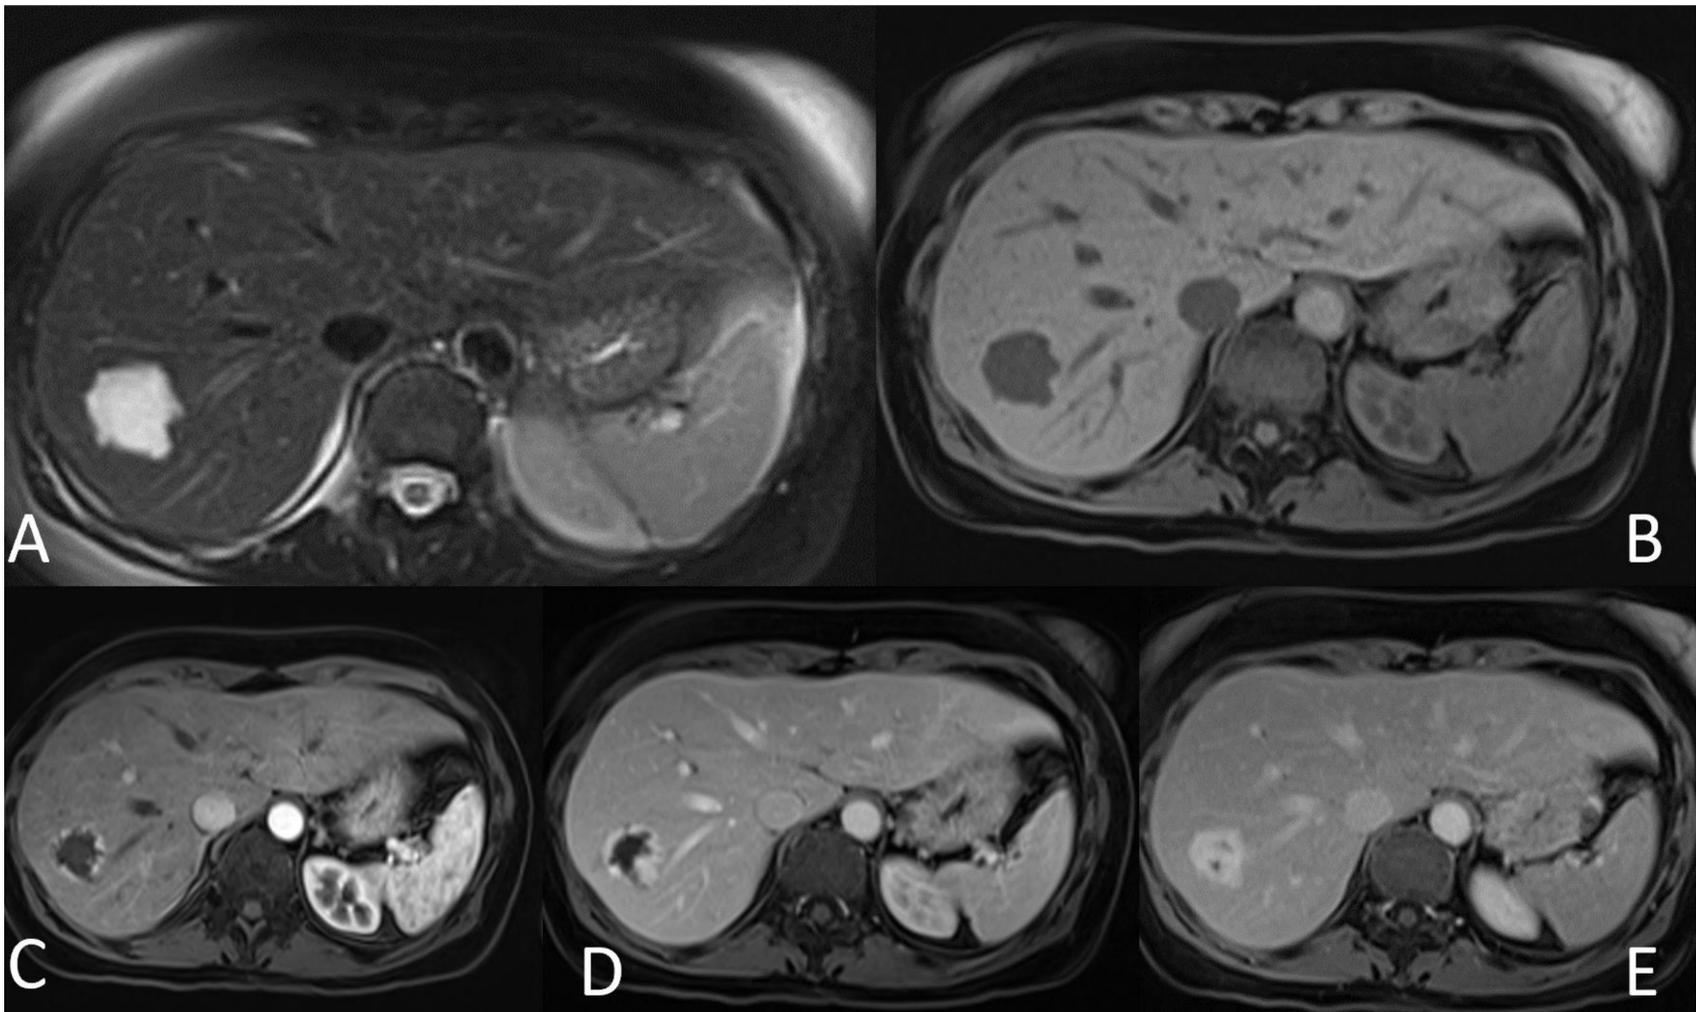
RM hepática con administración de contraste hepatoespecífico. Se aprecia lesión focal en SVII hepático, que es marcadamente hiperintensa en secuencia T2FS (A) e hipointensa en fase hepatobiliar (B). En el estudio dinámico (C, D y E) se observa un realce nodular periférico en fase arterial con llenado progresivo en fase portal y tardía.
